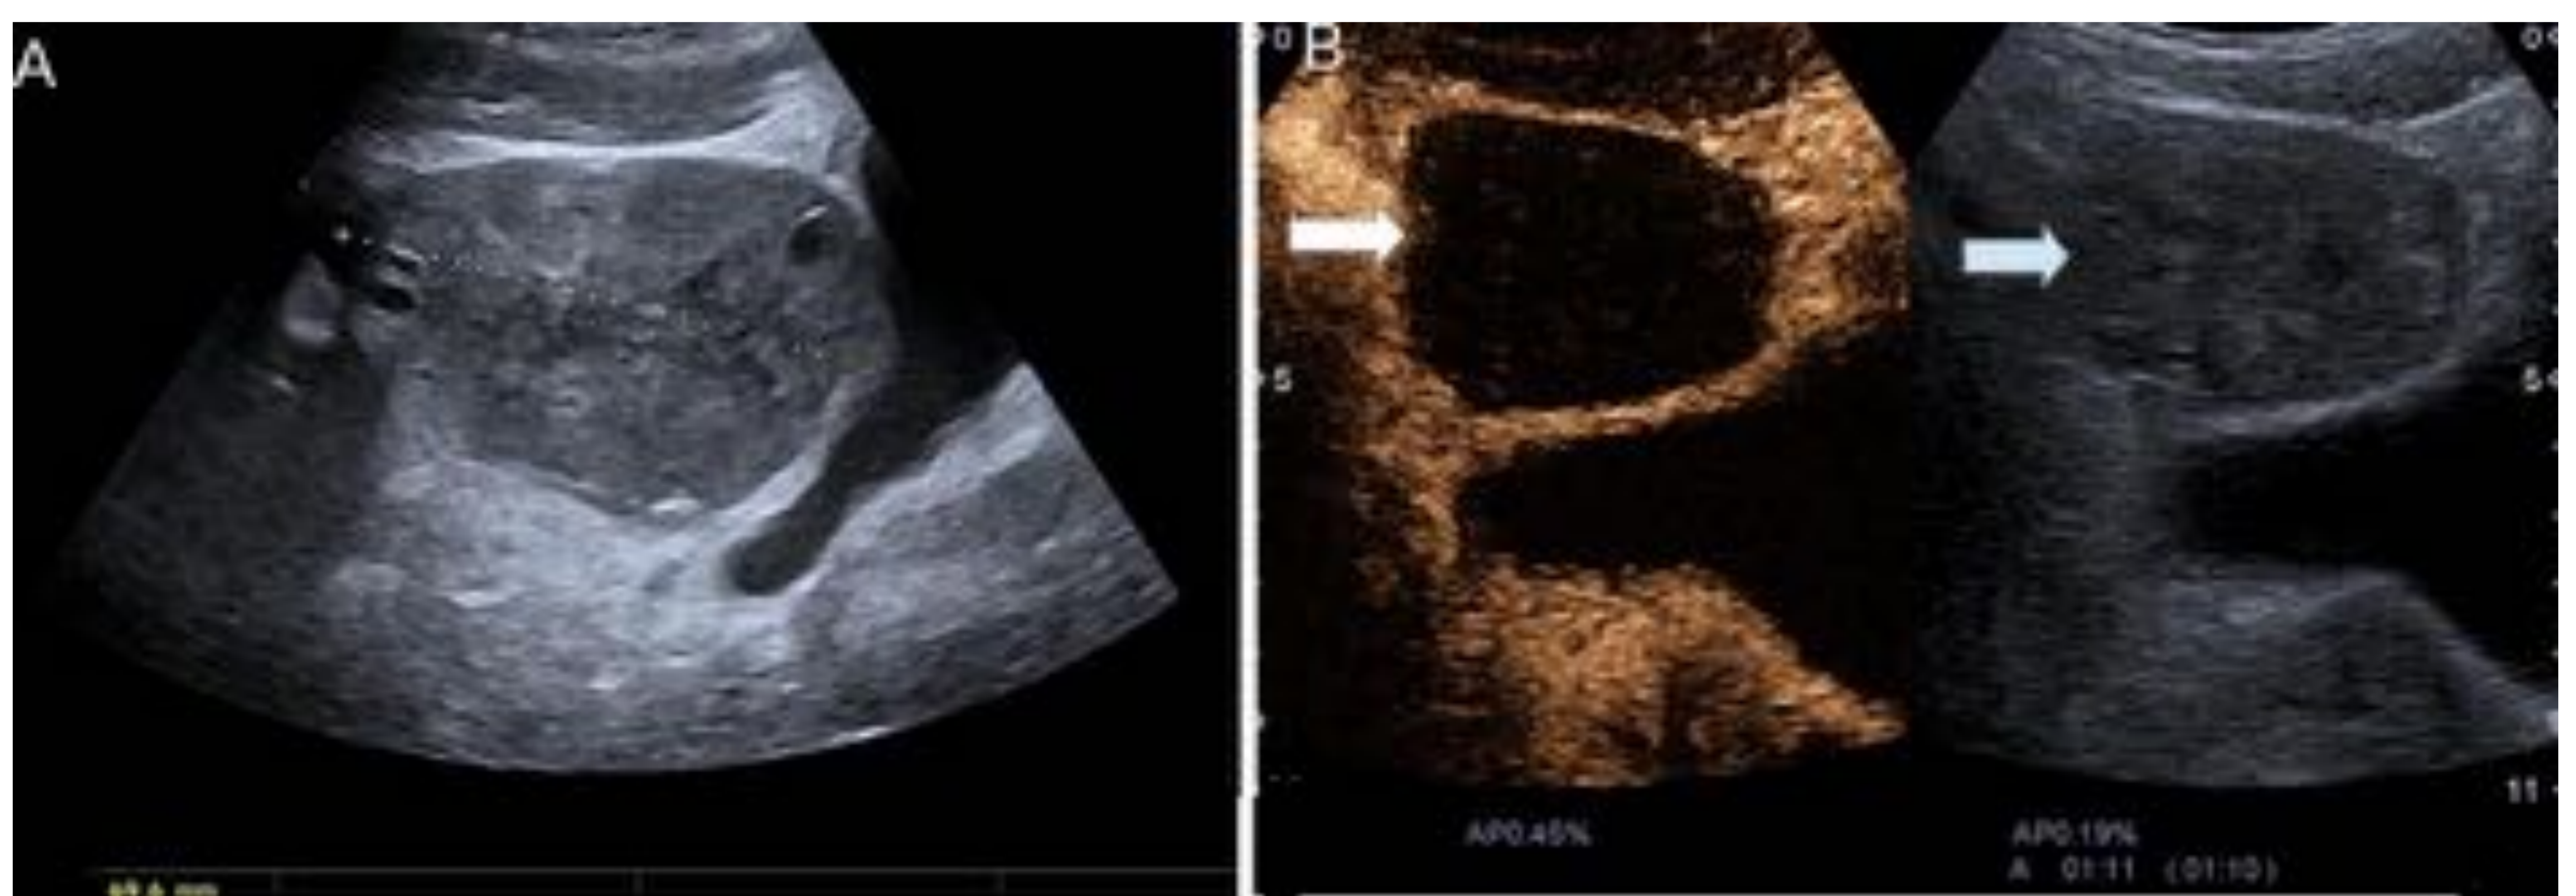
Mujer de 21 años con dolor en hipogastrio. A) Ecografía en modo B: aumento de tamaño del anexo derecho (7,2 x 4,5 cm) con alteración de ecogenicidad, folículos en localización periférica y ausencia de flujo Doppler sugestivos de torsión. B) Ecografía con contraste: ausencia significativa de captación en ovario indicando infarto extenso (flechas). En cirugía el ovario y la trompa presentaban 5 vueltas de torsión, realizándose detorsión y recuperación de la perfusión ovárica. No se realizó ooforectomía.
